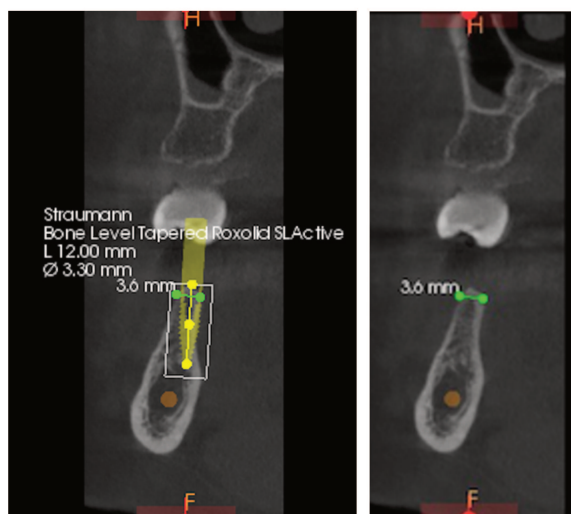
Extraits de CBCT permettant la planification implantaire
